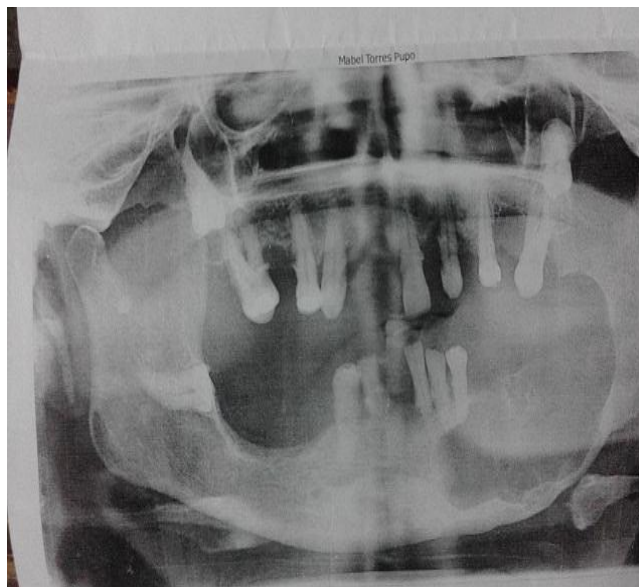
Radiografía panorámica dental con gran imagen osteolítica en cuerpo mandibular izquierdo
